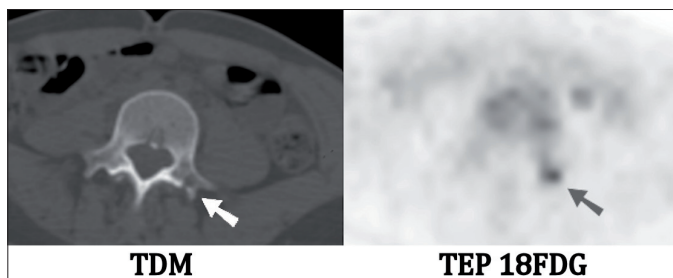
Même patiente que sur la Figure 2, présentant une métastase centimétrique de l'apophyse transverse gauche de L4, fixant le FDG avec une ostéolyse en TDM.
